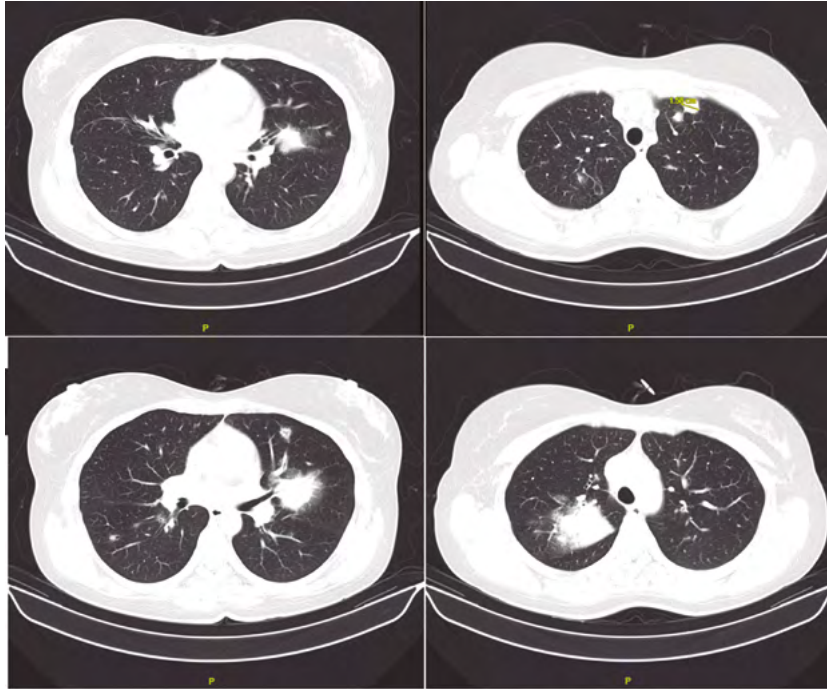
TAC torácico compatible con GPA con infiltrados pulmonares alveolares con consolidación del espacio aéreo perihiliar, componente atelectásico, halo perilesional y nódulos pulmonares bilaterales.
